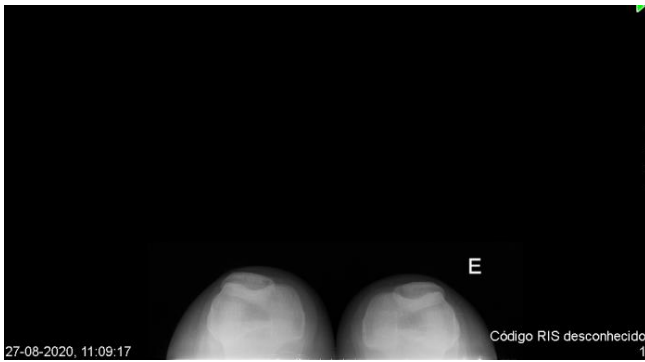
Radiografia das patelas
